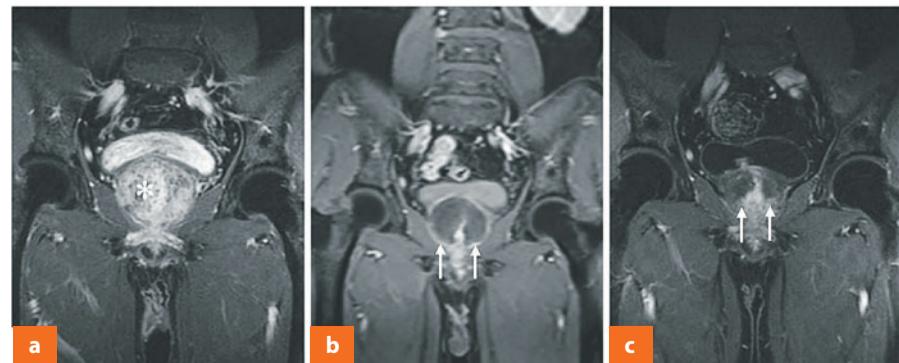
DCE-MRI во фронтальной плоскости до и после ЭПА
